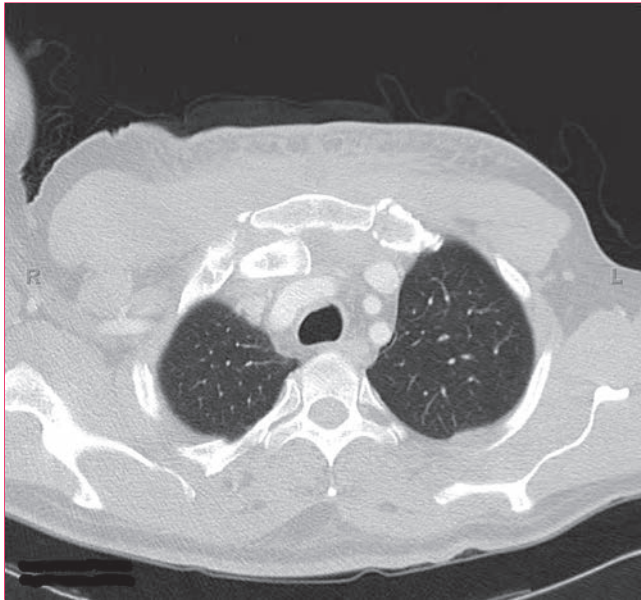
Imagen de tomografía computarizada axial en la que se aprecia una fractura del extremo medial de la clavícula derecha con luxación posterior de la clavícula por detrás del manubrio esternal.
